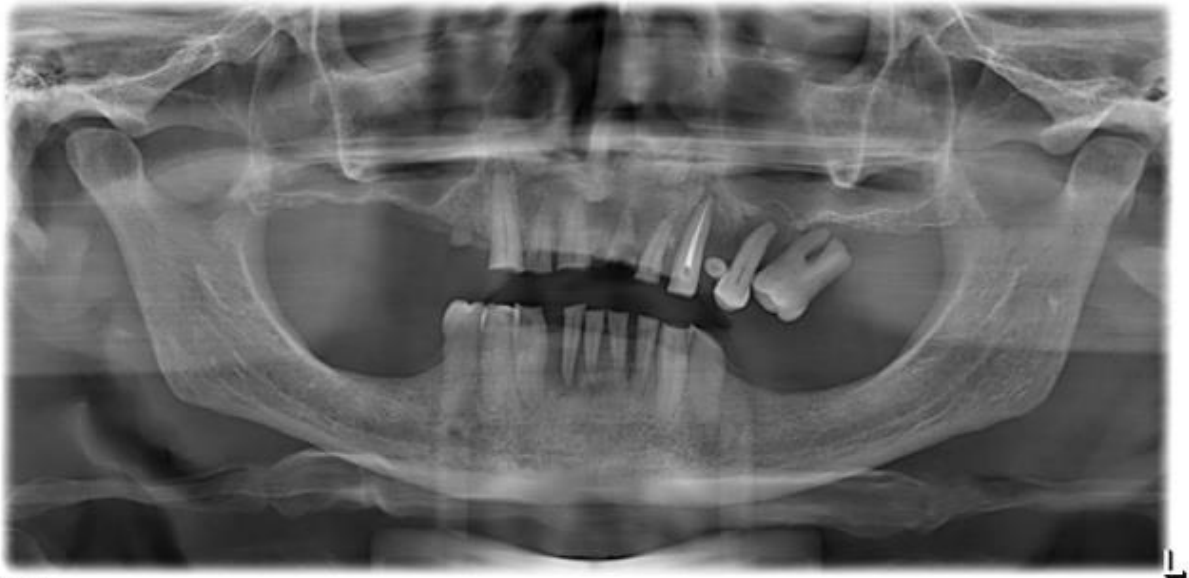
A. Radiografia panorâmica inicial
